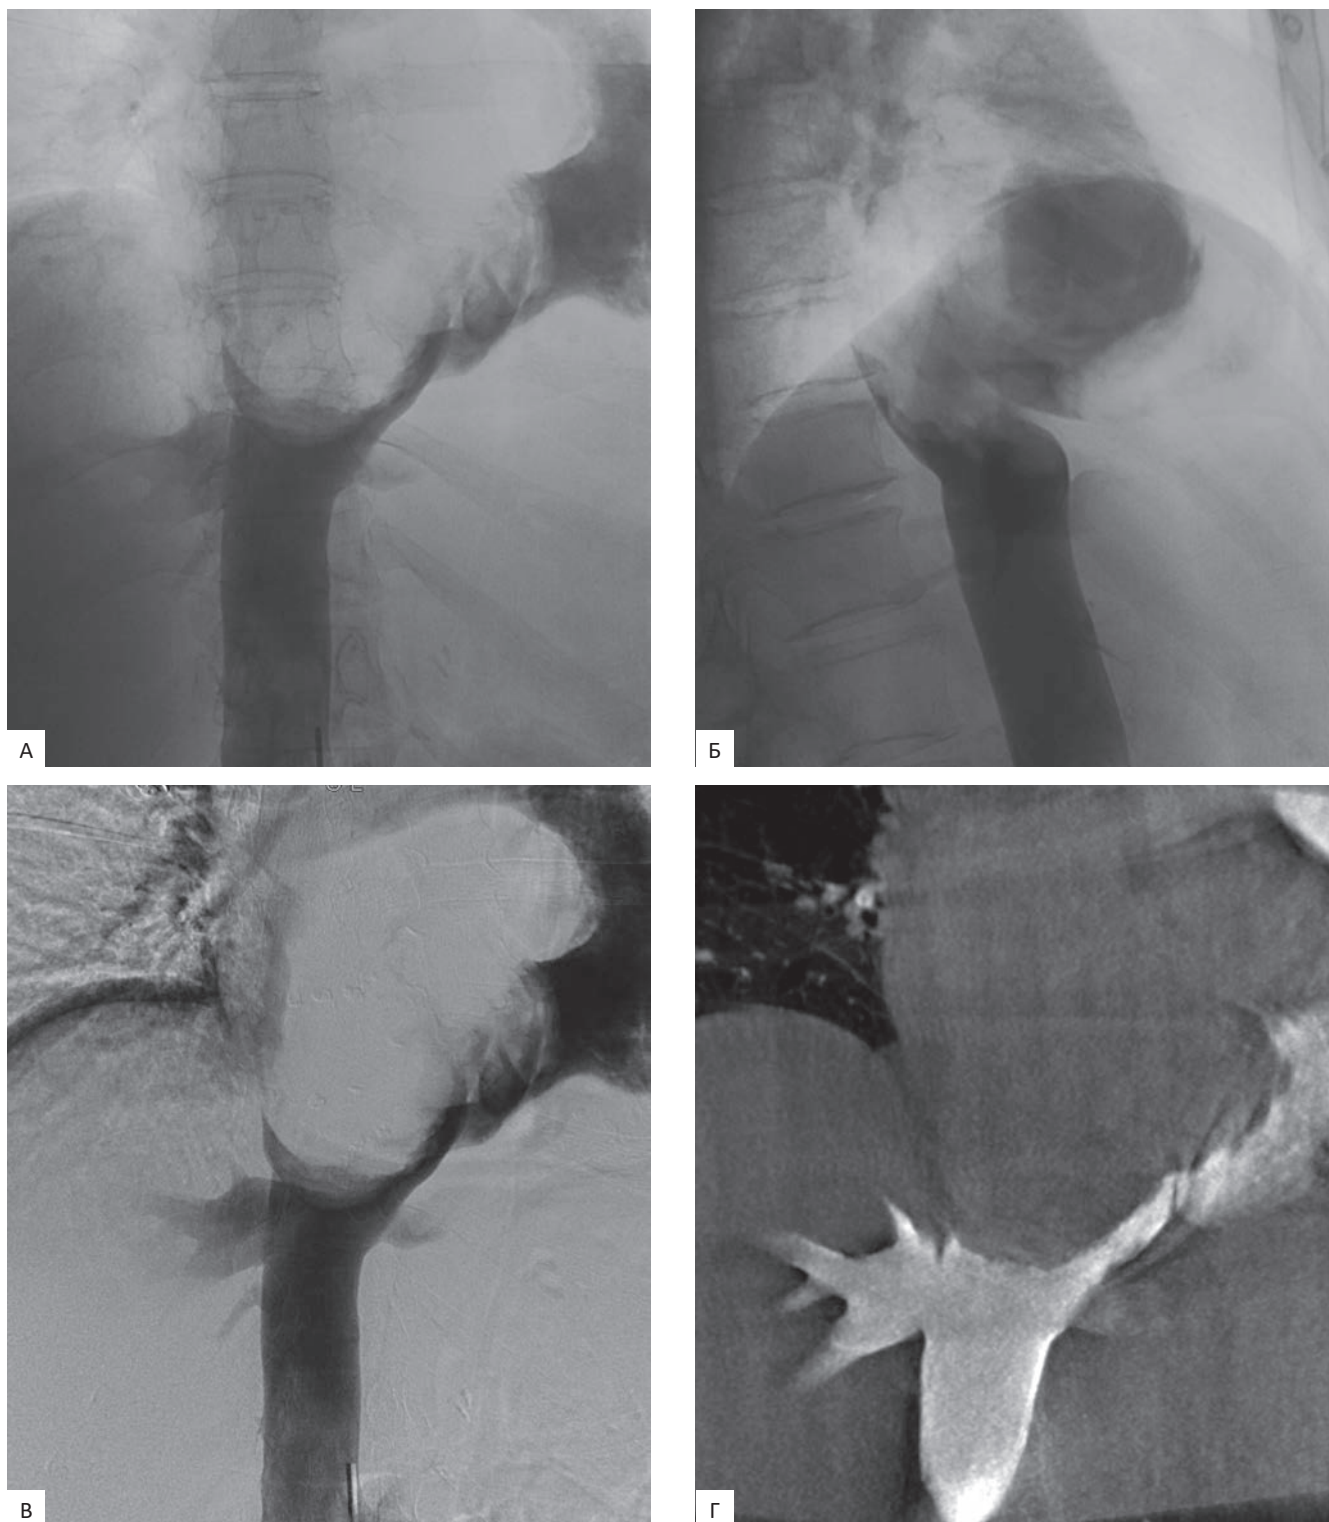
Полипозиционная нижняя кава- и вентрикулография, плоскодетекторная компьютерная томография. При проведении диагностической ангиографии во фронтальной и сагиттальной проекции в режиме прямой (А, Б) и цифровой разностной ангиографии (В) трансфеморальным доступом отмечается дефект контрастирования просвета НПВ в интрадиафрагмальном и интраперикардальном сегментах, правого предсердия и частично правого желудочка, что подтверждено данными плоскодетекторной томографии (Г)
